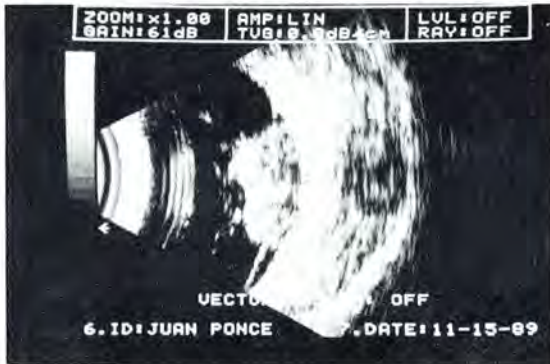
B-Scan ultrasonograma de OD. Se aprecia solevantamiento sólido del polo posterior con vacuolas acústicas en parte posterior y esbozo de excavación coroidea. Desprendimiento retinal circundante (Dr. Papic).
